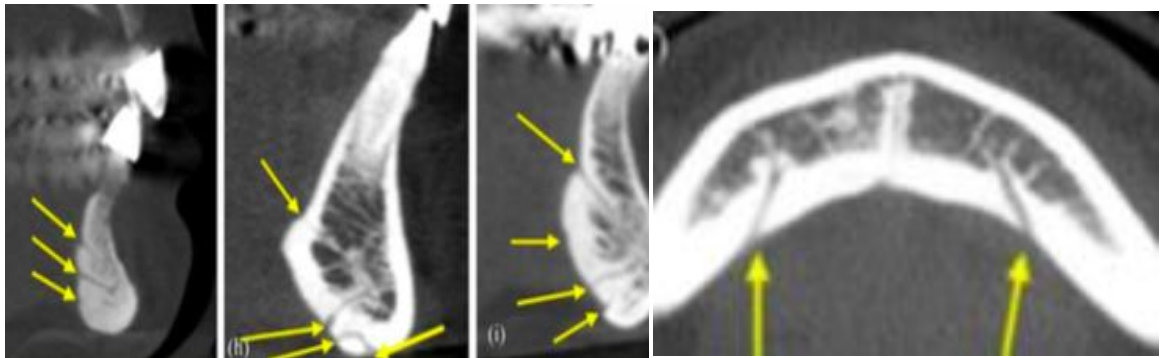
Images CBCT illustrant les CLM sur des coupes vestibulo-linguales et axiale (47)
